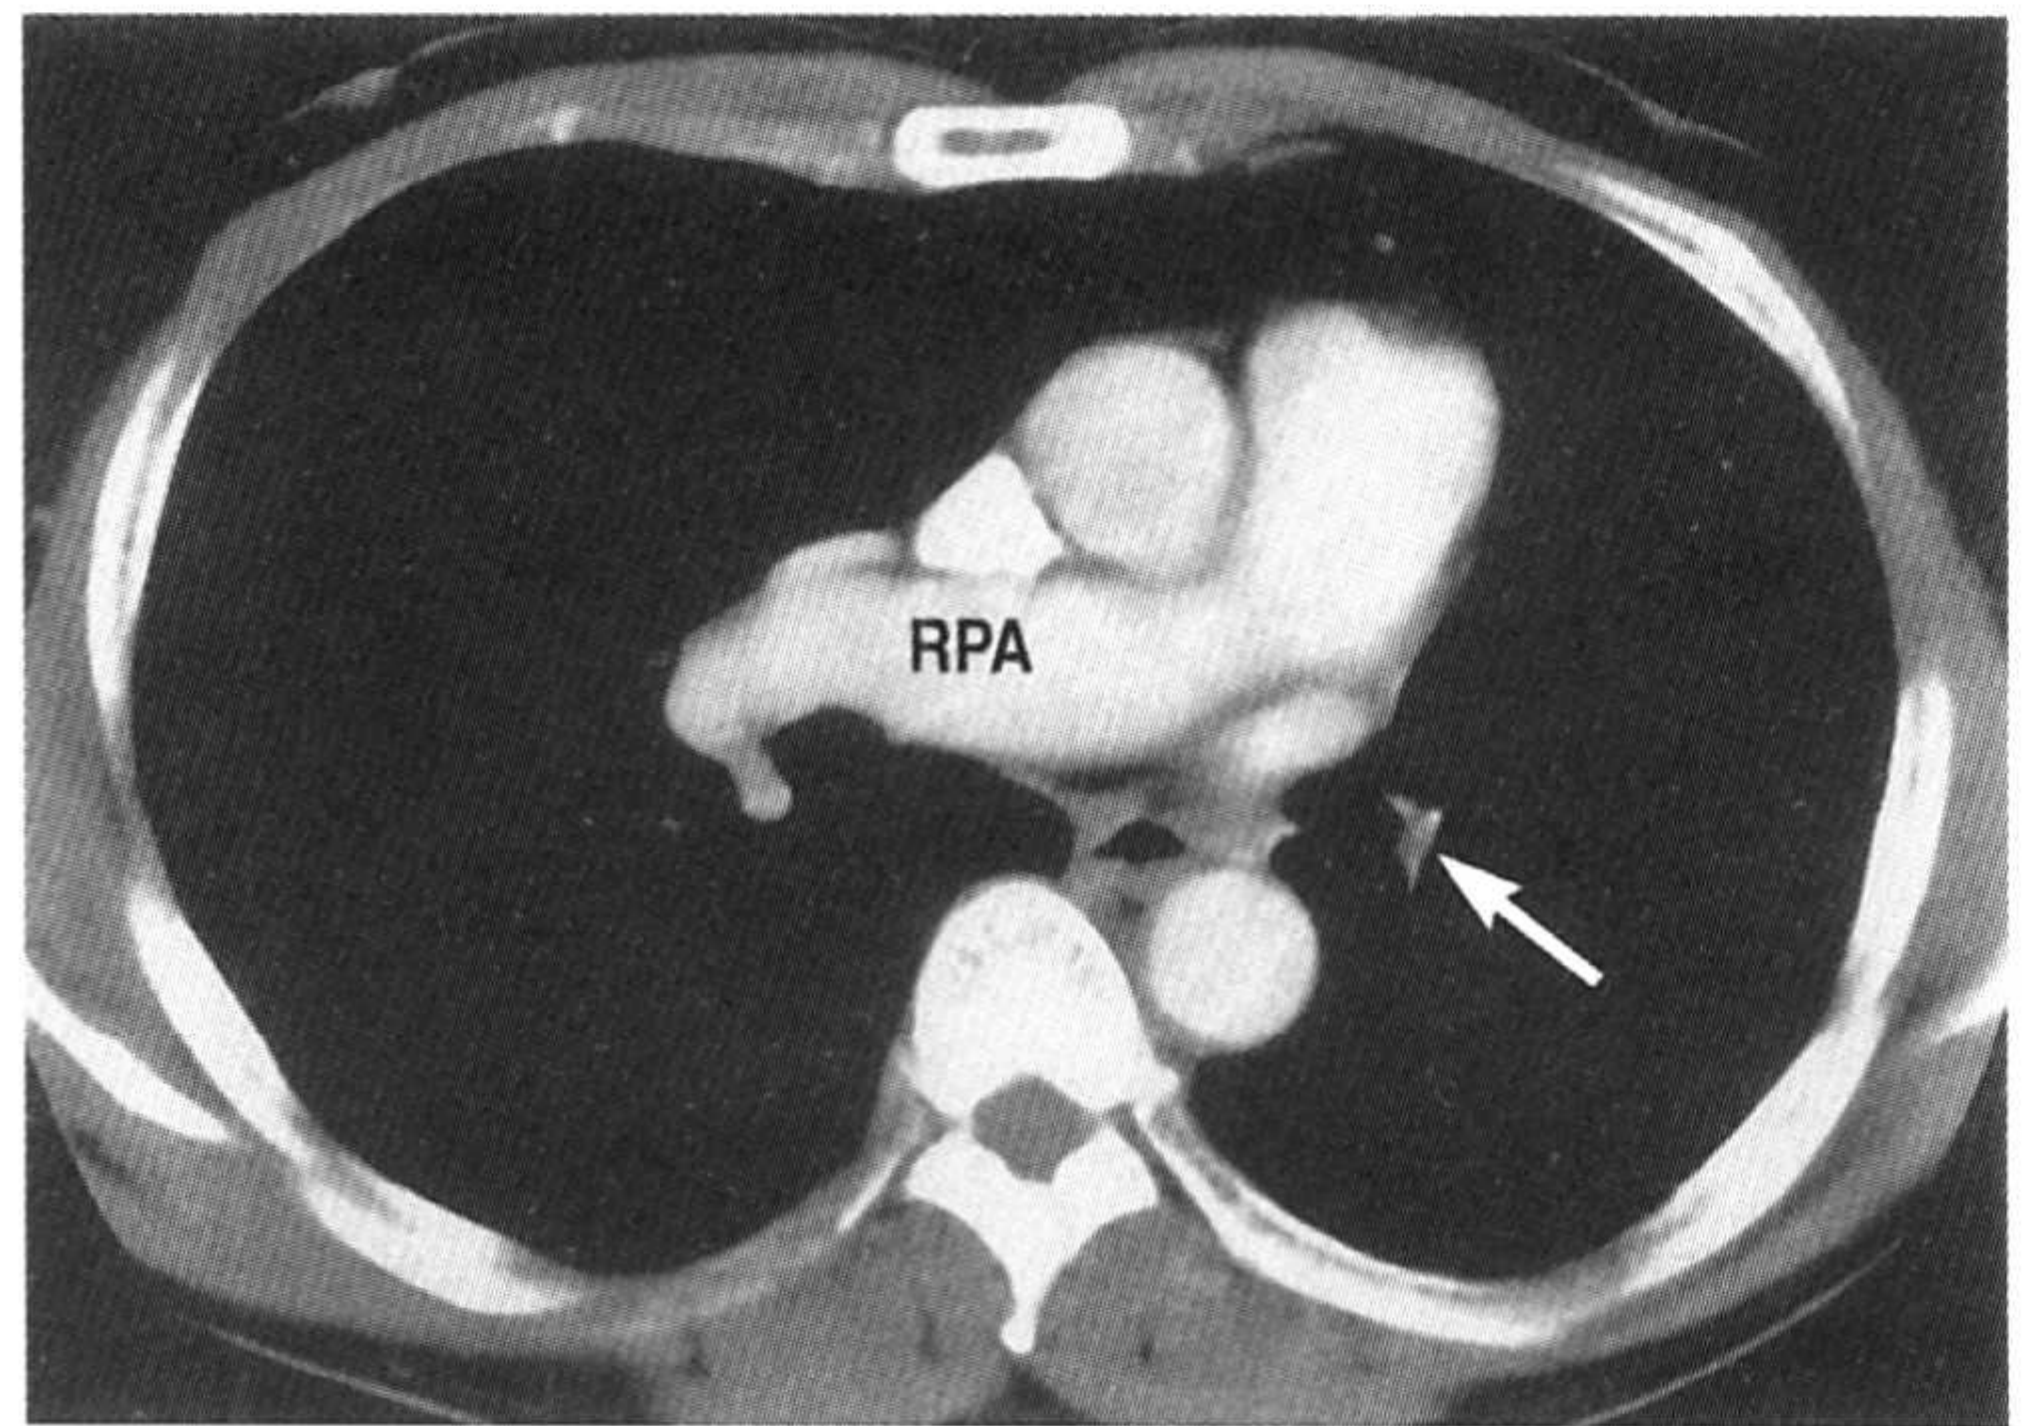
左肺动脉缺损。增强CT示,左主支气管后方的左肺动脉干缺如,右肺动脉明显扩张。
